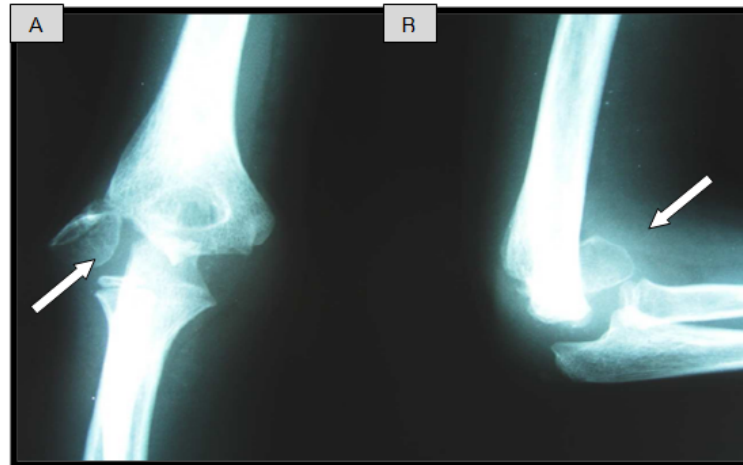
Radiographie du coude face (A) et profil (B) objectivant une fracture du condyle externe gauche grade III chez un enfant de 4 ans avec translation et rotation du condyle externe.
